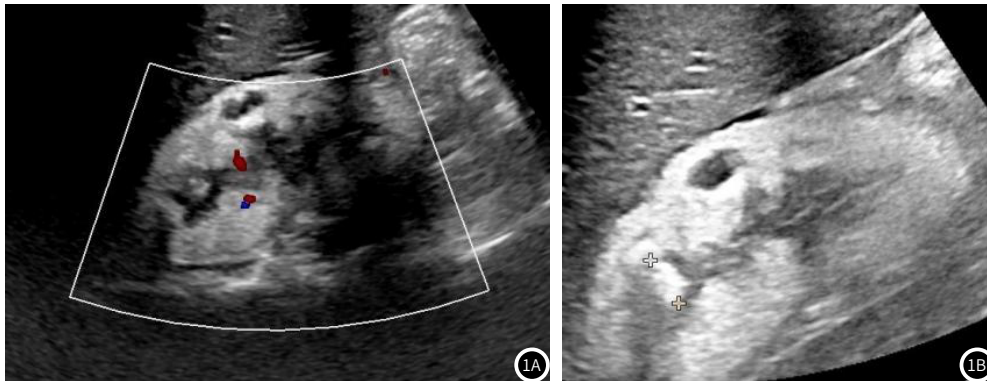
AGXT基因变异患儿肾脏超声影像 1A: 肾脏血流信号显示不佳; 1B: 双肾实质弥漫病变, 可见肾囊肿、肾结石征象, 如图中箭头所示。图2 患儿及其父母AGXT基因测序图。
